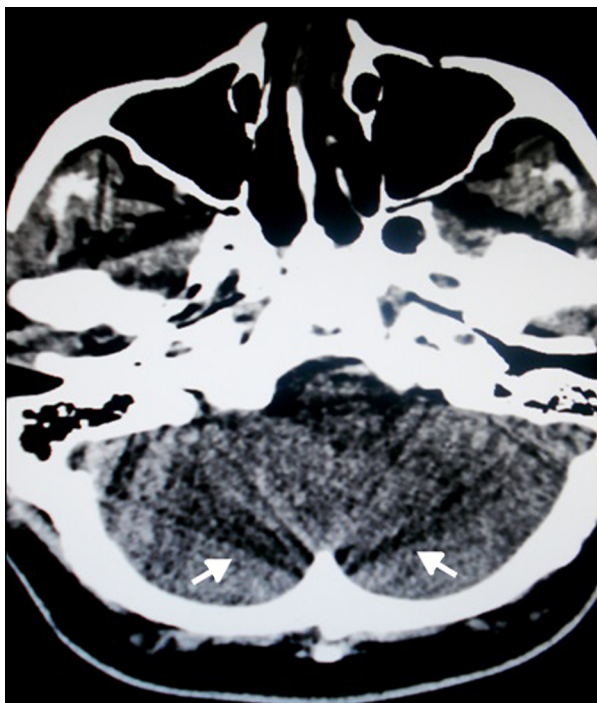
TC de cerebro, corte axial: se aprecian bandas lineales hipo e hiperdensas consecutivas, originadas en los peñascos y la protuberancia occipital interna por un artificio de volumen parcial promedio (flechas).
